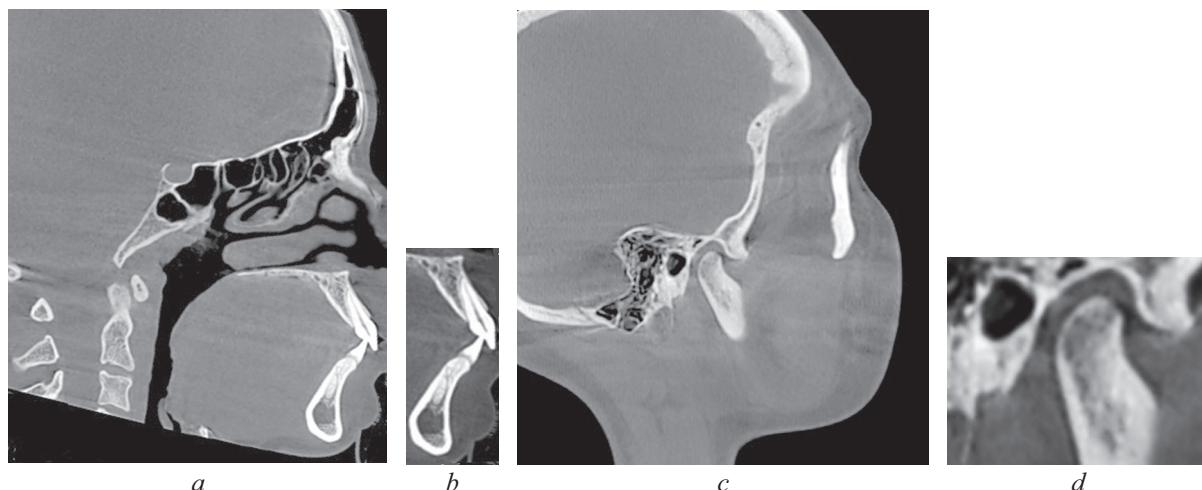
Томограмма на уровне медиальных резцов (a); выделенный фрагмент зубочелюстных сегментов (b); томограмма на уровне сустава (c); выделенный фрагмент сустава (d)
